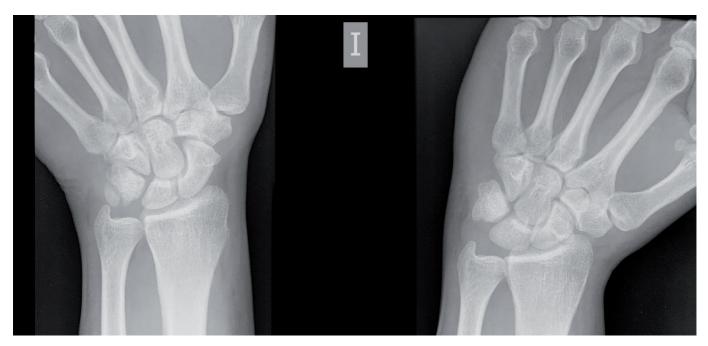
Radiografía anteroposterior y con desviación radial (a la derecha de la imagen) de muñeca presentando fractura del hueso piramidal.
